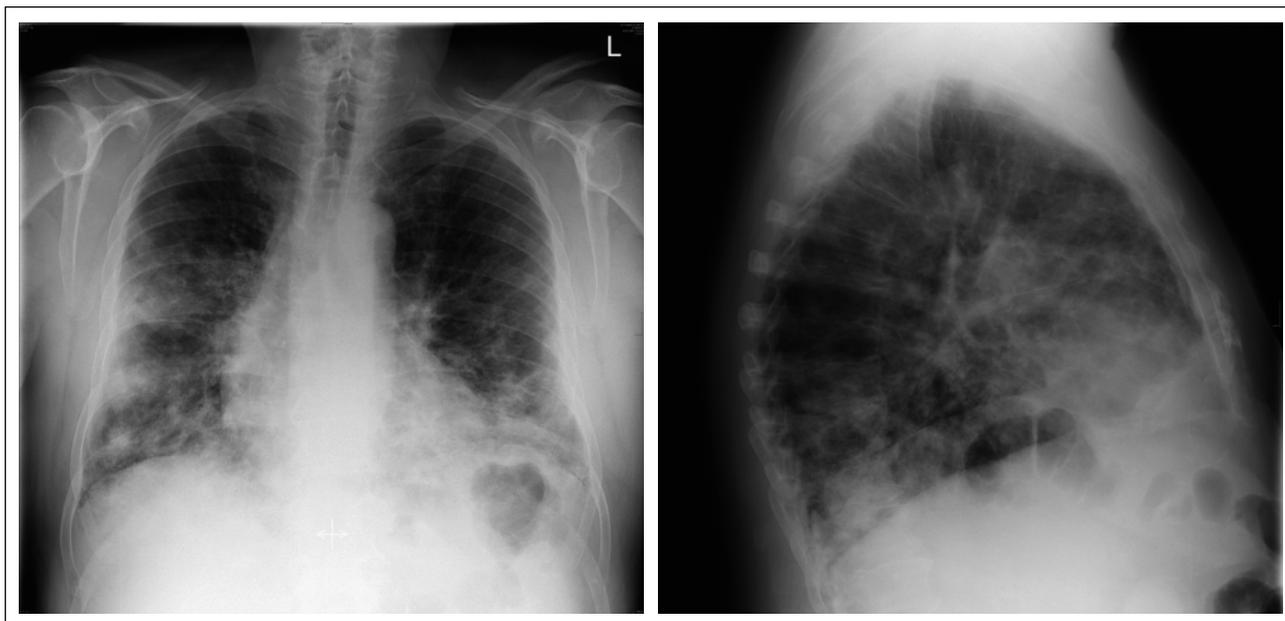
Thoraxröntgen: Beispiel einer Amiodaron-induzierten DILD
